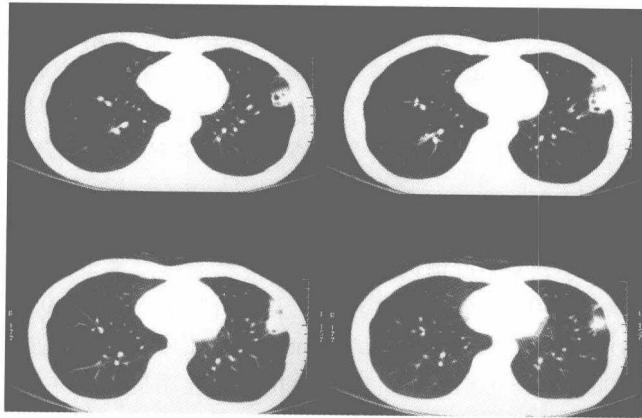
病例 2, 2007-07-18 胸部 CT
